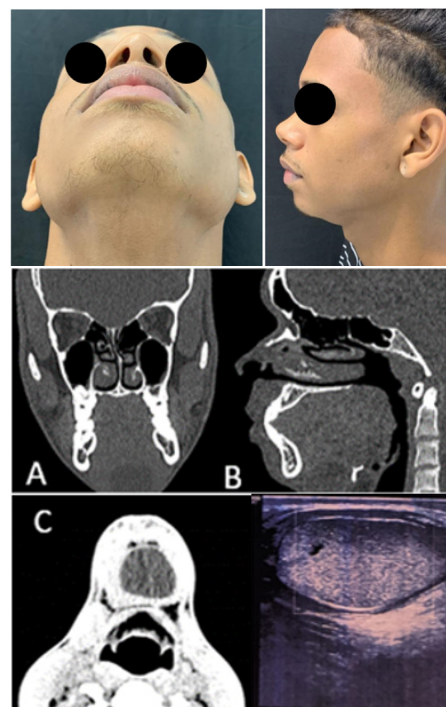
Imagens clínicas pré-operatórias. Cortes tomográficos coronal (A) e sagital (B) em janela óssea, e corte tomográfico axial (C) com janela para partes moles. Ultrassonografia da região cervical anterior
